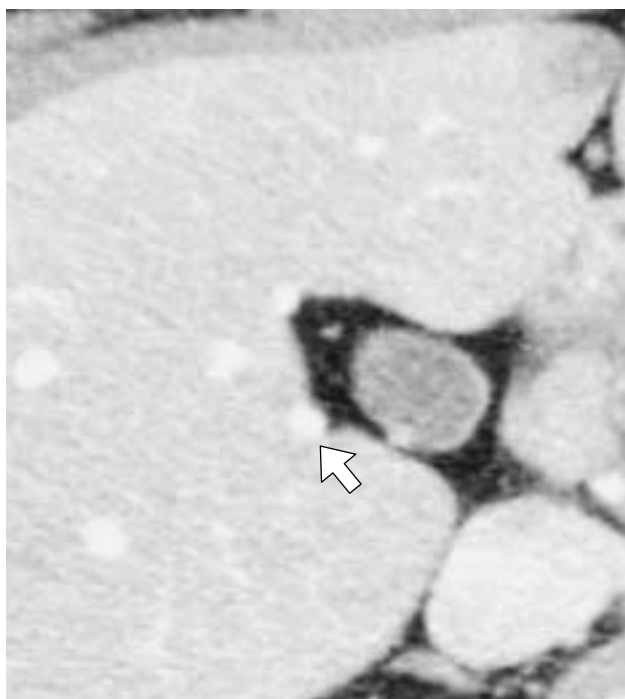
A .CTA(後期相)水平断:胆嚢床に露出した門脈枝(矢印)
